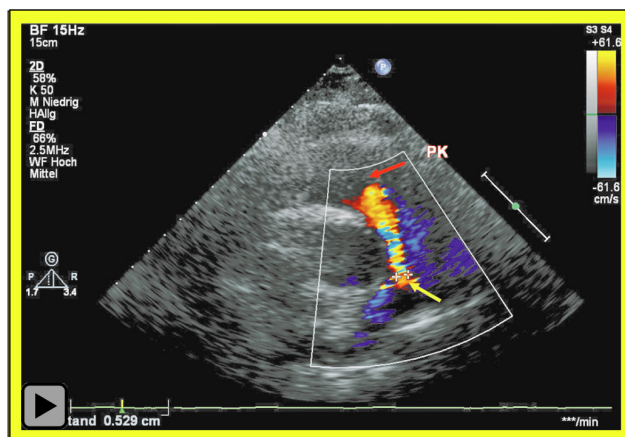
TTE von parasternal quer im Bereich des PA-Hauptstamms. PDA: persistierender Ductus arteriosus (gelber Pfeil); PK: Pulmonalklappe (roter Pfeil)
